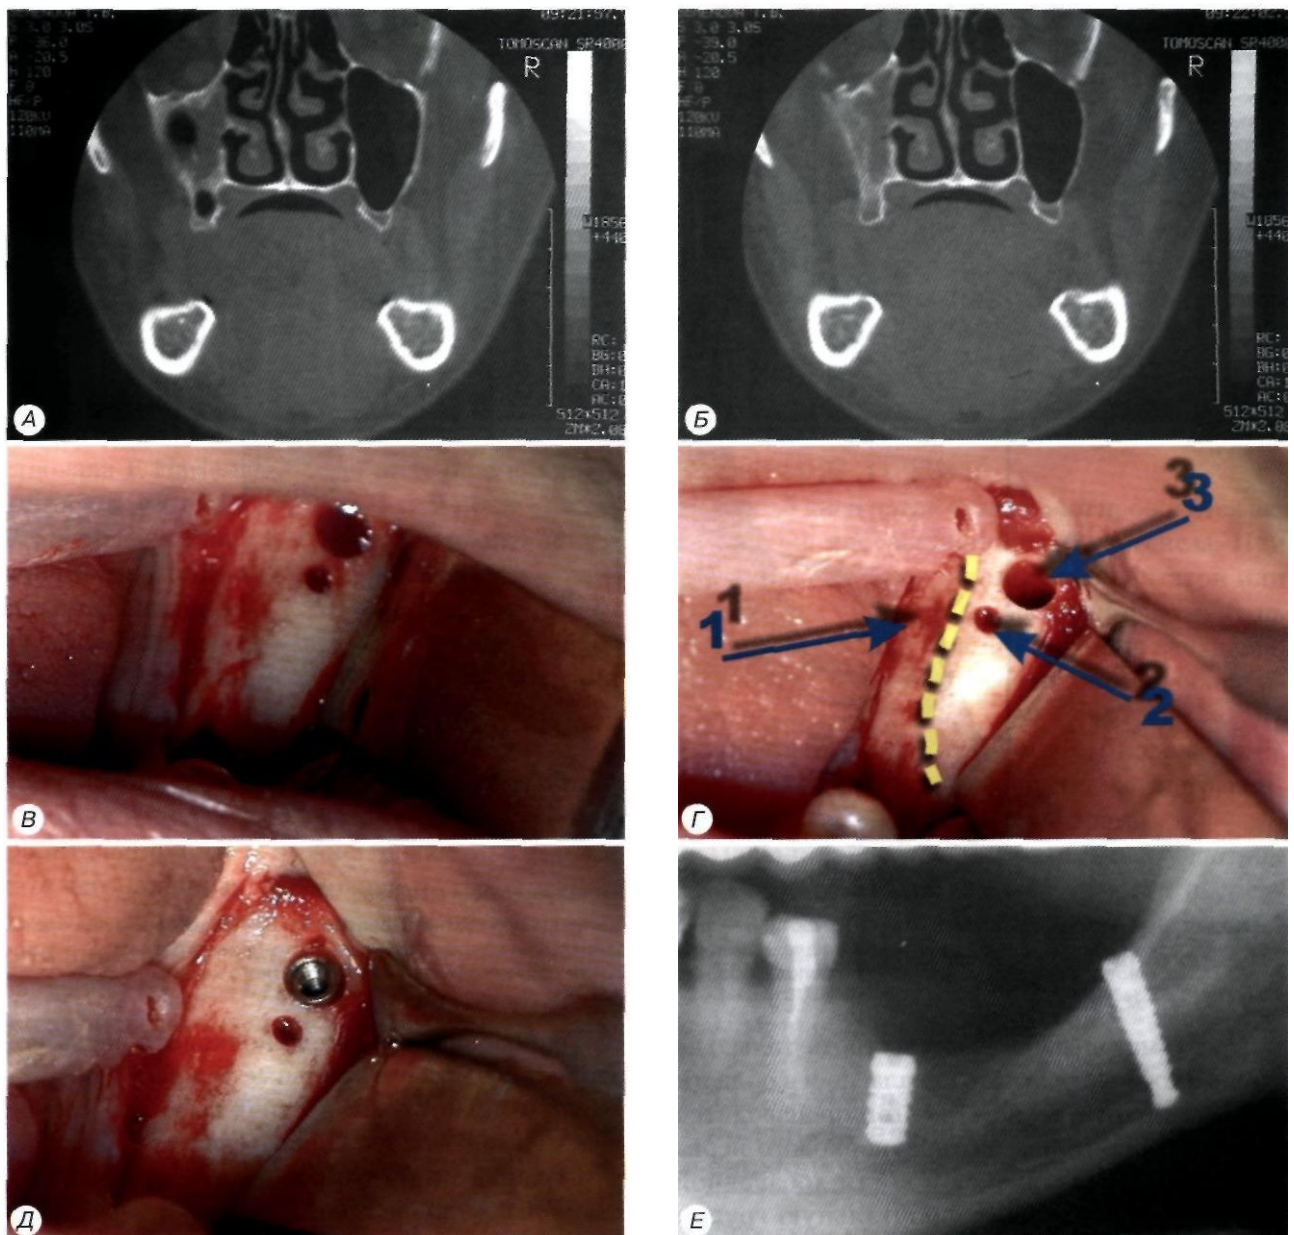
Установка имплантата сбоку от нижелуночкового нерва при отсутствии достоверных рентгенологических признаков расположения нижнечелюстного канала:
